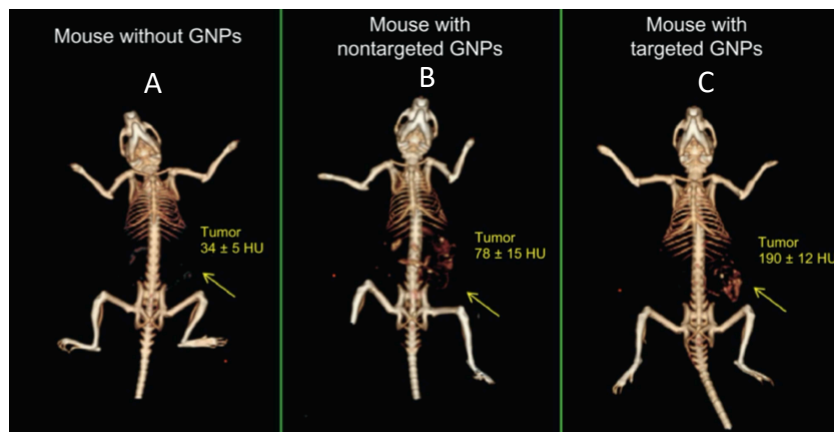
Imágenes por tomografía computacional de rayos X *in vivo* modificadas de [16, 21].
